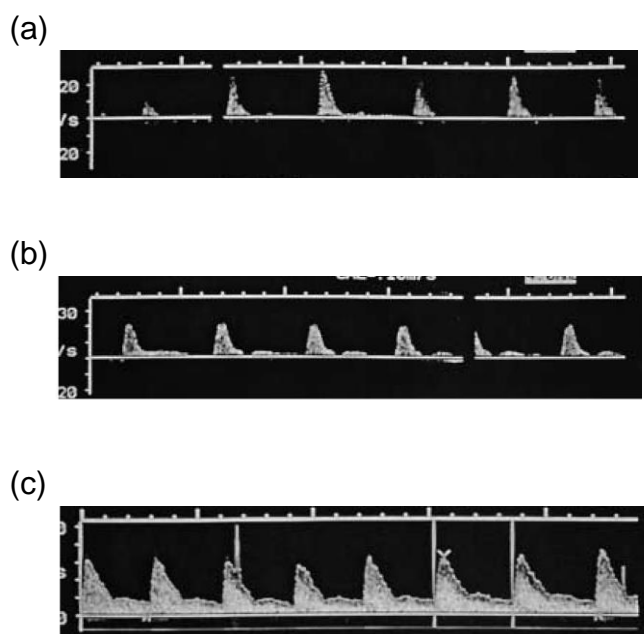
Padrões de Doppler de artérias uterinas: (a) antes da puberdade (ondas de fluxo sistólico estreitas sem fluxo diastólico); (b) início da puberdade (ondas de fluxo sistólico com sinal de fluxo interrompido durante a diástole); (c) final da puberdade (ondas de fluxo sistólico amplo com sinal de fluxo ininterrupto durante a diástole). *Adaptado de Ziereisen F et al. Pediatr Radiol 2001;31:712-719.* (51)
